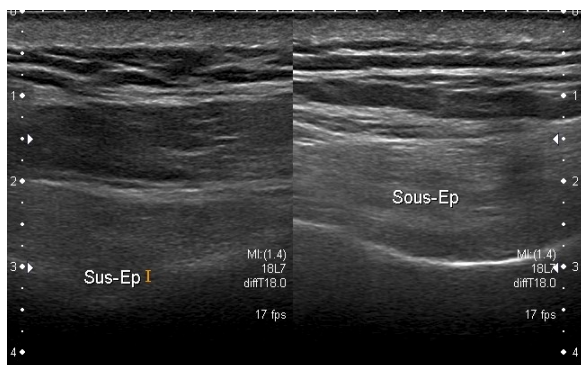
infiltration graisseuse avérée en échographie des muscles supra et infra-épineux avec aspect échogène diffus témoignant du caractère ancien et étendu de la lésion de la coiffe des rotateurs
